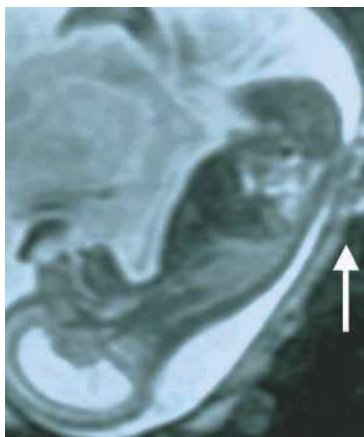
Беременность 20 нед. МРТ плода. Сагиттальный срез. Spina bifida cystica крестцового отдела (указано стрелкой).
